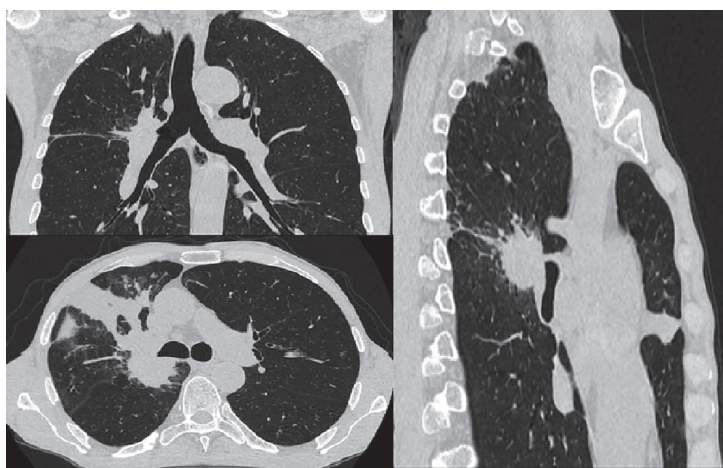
Пациент С. Сканы МСКТ ОГК до операции
